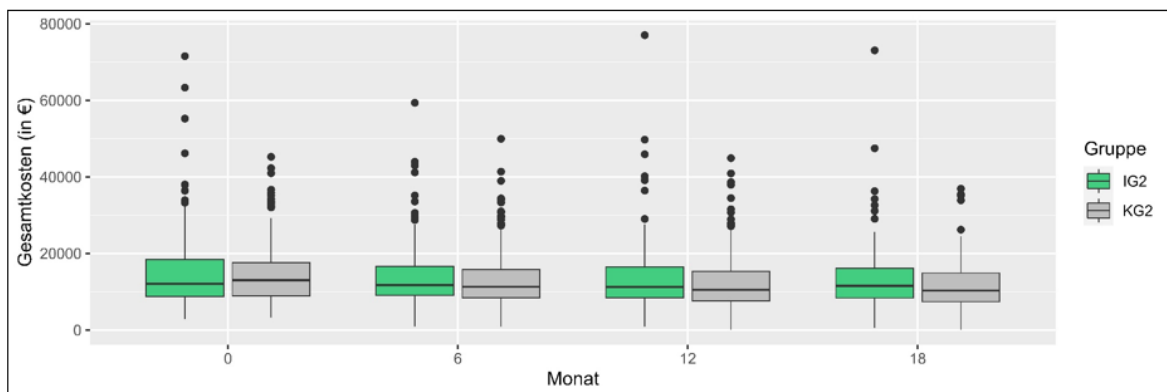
Gesamtkosten der TK-Versicherten im Verlauf
